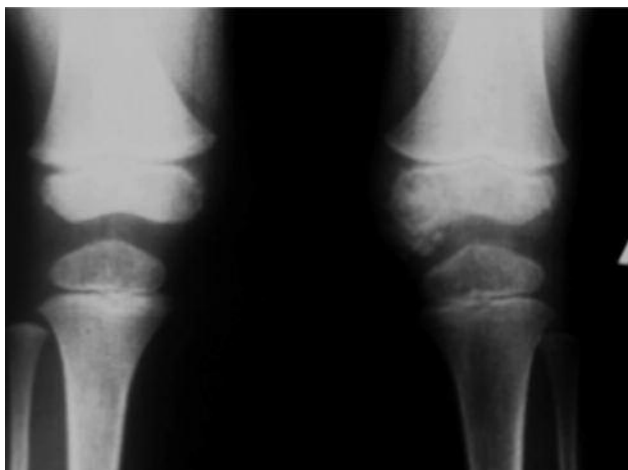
Сравнительная рентгенограмма пациента 5 лет: хондроматоз левого коленного сустава
